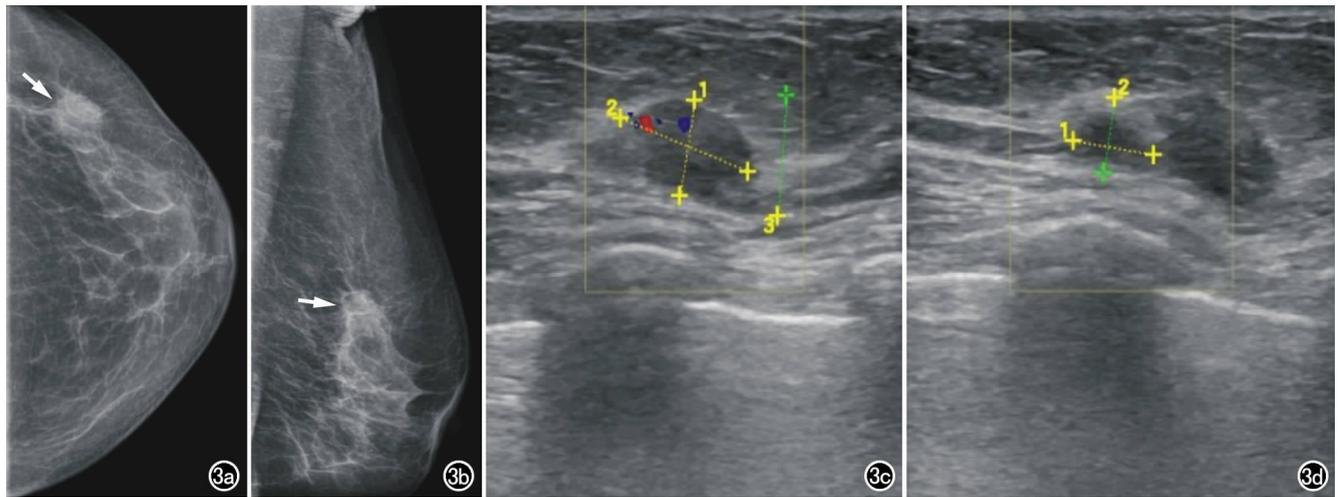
乳腺癌(左乳萎缩型)。a) 头尾位X线摄影示左乳外侧象限结节影(箭),边缘毛糙,其内少许点状钙化;b) 内外斜位X线摄影示左乳上部结节影(箭),边缘毛糙,其内少许点状钙化;c) 超声示左乳外上象限可见边界不清晰、形态不规则的低回声光团,大小约1.39 cm×1.20 cm,内部回声欠均匀,CDFI可见血流信号;d) 超声示左乳外上象限可见边界不清晰、形态、不规则的低回声光团,大小约0.81 cm×0.76 cm,内部回声欠均。
